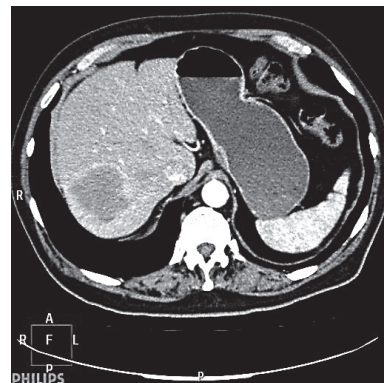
КТ-контроль, 1-й курс ПХТ; зменшення розміру МТС, стоншення гіперденсного контуру — позитивний ефект лікування
